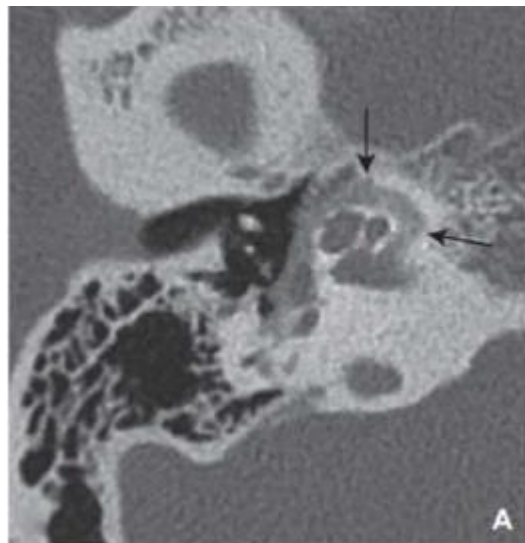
Otospongiose type 4b. Coupes TDM axiales.[29]
